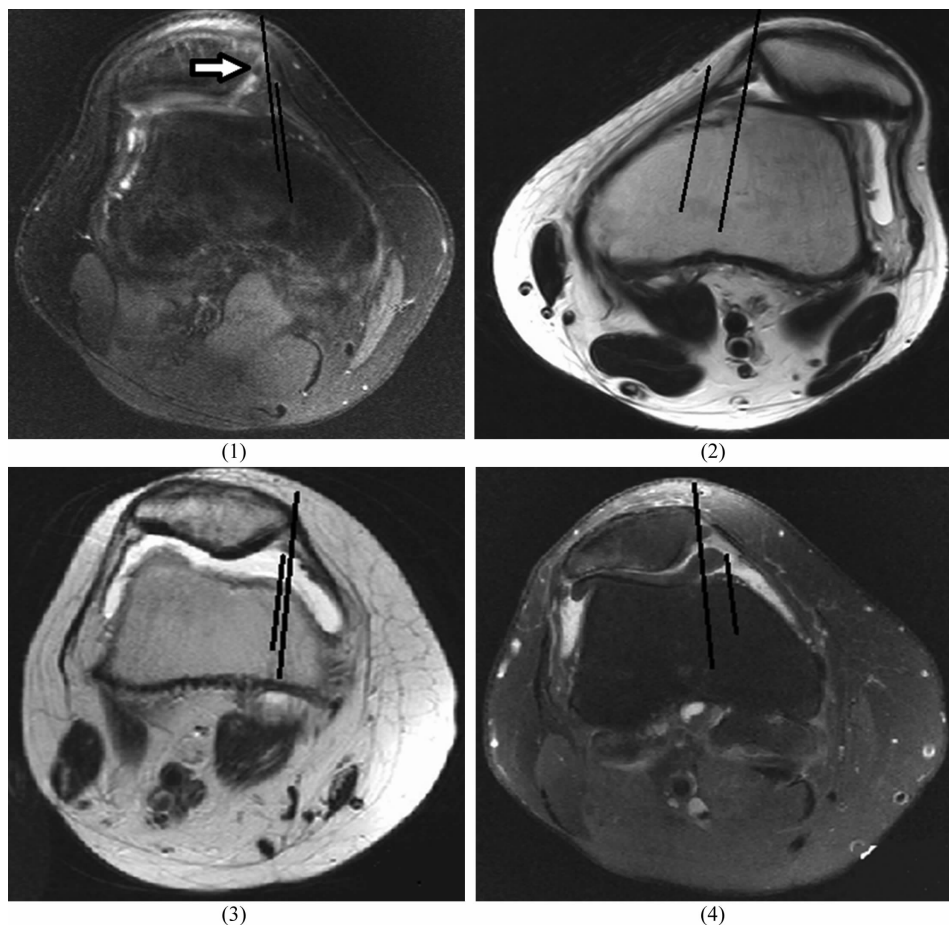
不同程度髌骨骑跨与不同分级髌骨软化症的 MRI 表现
